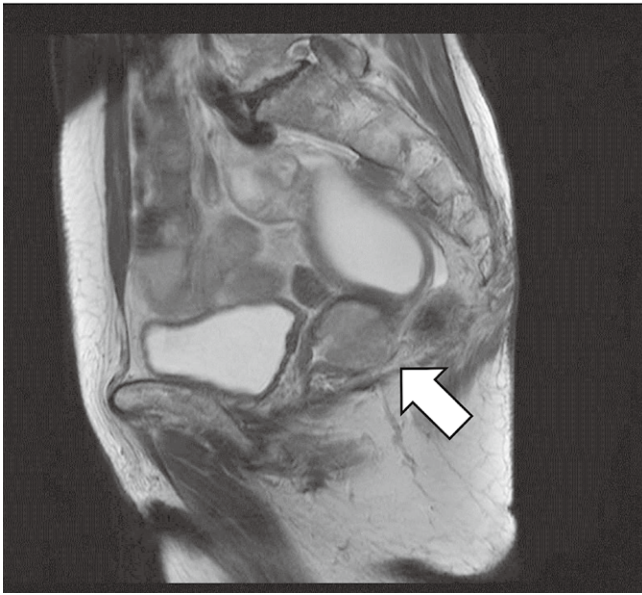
MRI T2強調像にて子宮頸部に淡い高信号を示す表面凹凸の3 cm程度の腫瘍を認め、後方では頸部間質を示唆する低信号域は一部途絶している(矢印)。
